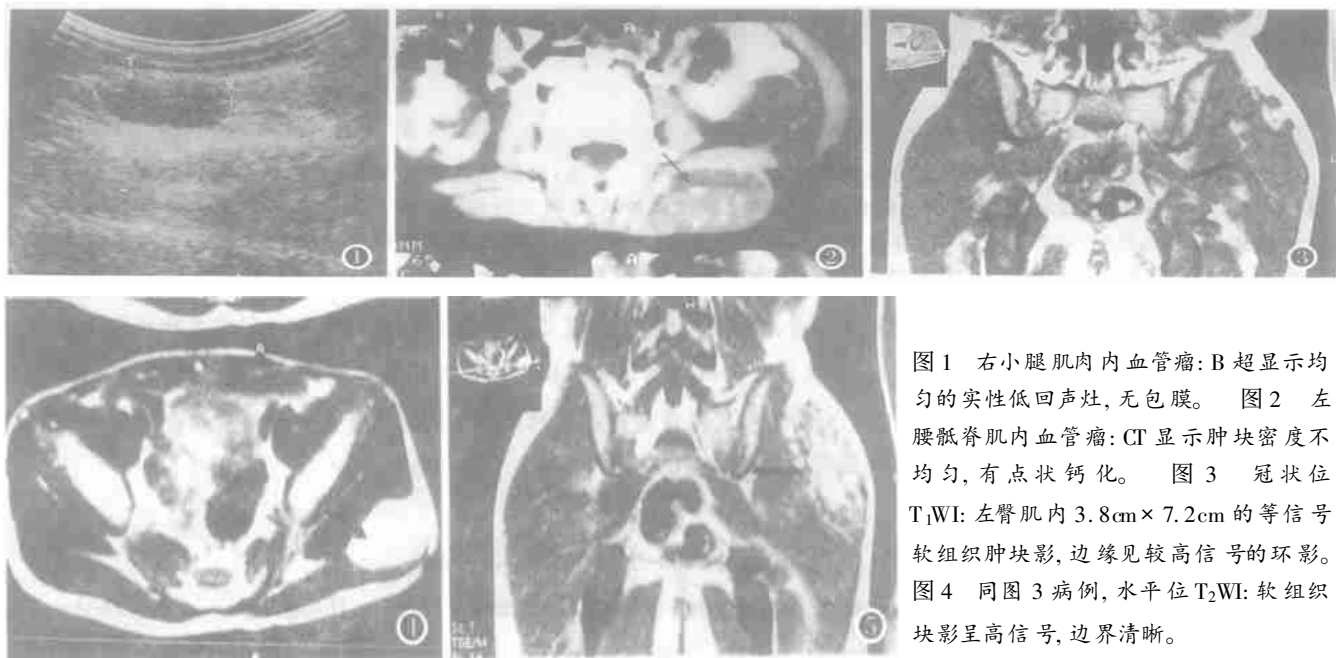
右小腿肌肉内血管瘤: B 超显示均匀的实性低回声灶, 无包膜。图 2 左腰骶脊肌肉内血管瘤: CT 显示肿块密度不均匀, 有点状钙化。图 3 冠状位 T₁WI: 左臀肌肉内 3.8cm×7.2cm 的等信号软组织肿块影, 边缘见较高信号的环影。图 4 同图 3 病例, 水平位 T₂WI: 软组织肿块影呈高信号, 边界清晰。
